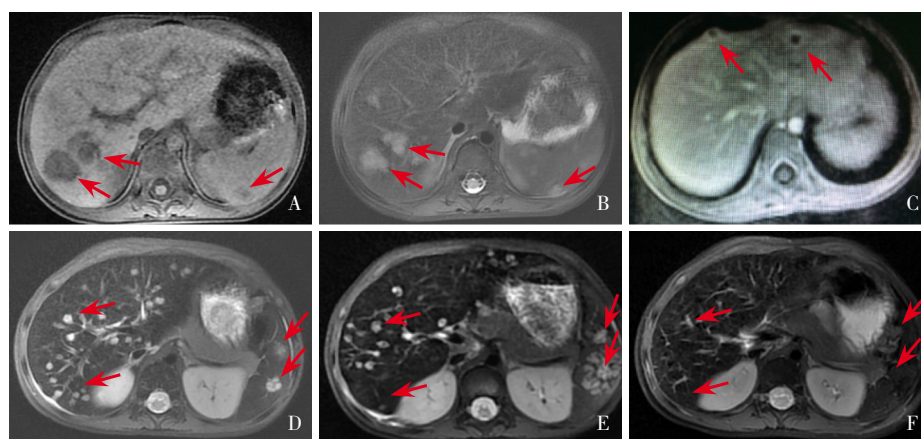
CDC 患儿的肝脾 MRI A: (例 5, 病程 10 周) 肝脾出现多个病灶, 呈长 T1 信号 (低信号); B: (例 5, 病程 10 周) 肝脾出现多个病灶, 呈长 T2 信号 (高信号); C: (例 5, 病程 10 周) 增强扫描可见病灶环形强化; D: (例 17, 病程 8 周) 肝脾出现多个病灶, 呈长 T2 信号 (高信号); E: (例 17, 抗真菌治疗 16 周后) 肝脾多个病灶, 部分病灶吸收, 部分病灶增大, 呈长 T2 信号 (高信号); F: (例 17, 抗真菌治疗 1 年后复查) 原肝脾病灶基本吸收。箭头示病灶处。
